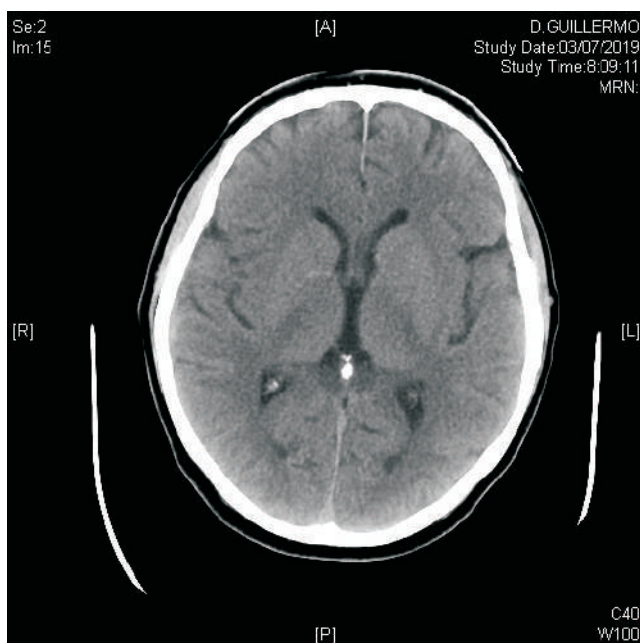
Corte Transversal cerebro TAC basal 8:15. Se descarta hemorragia
